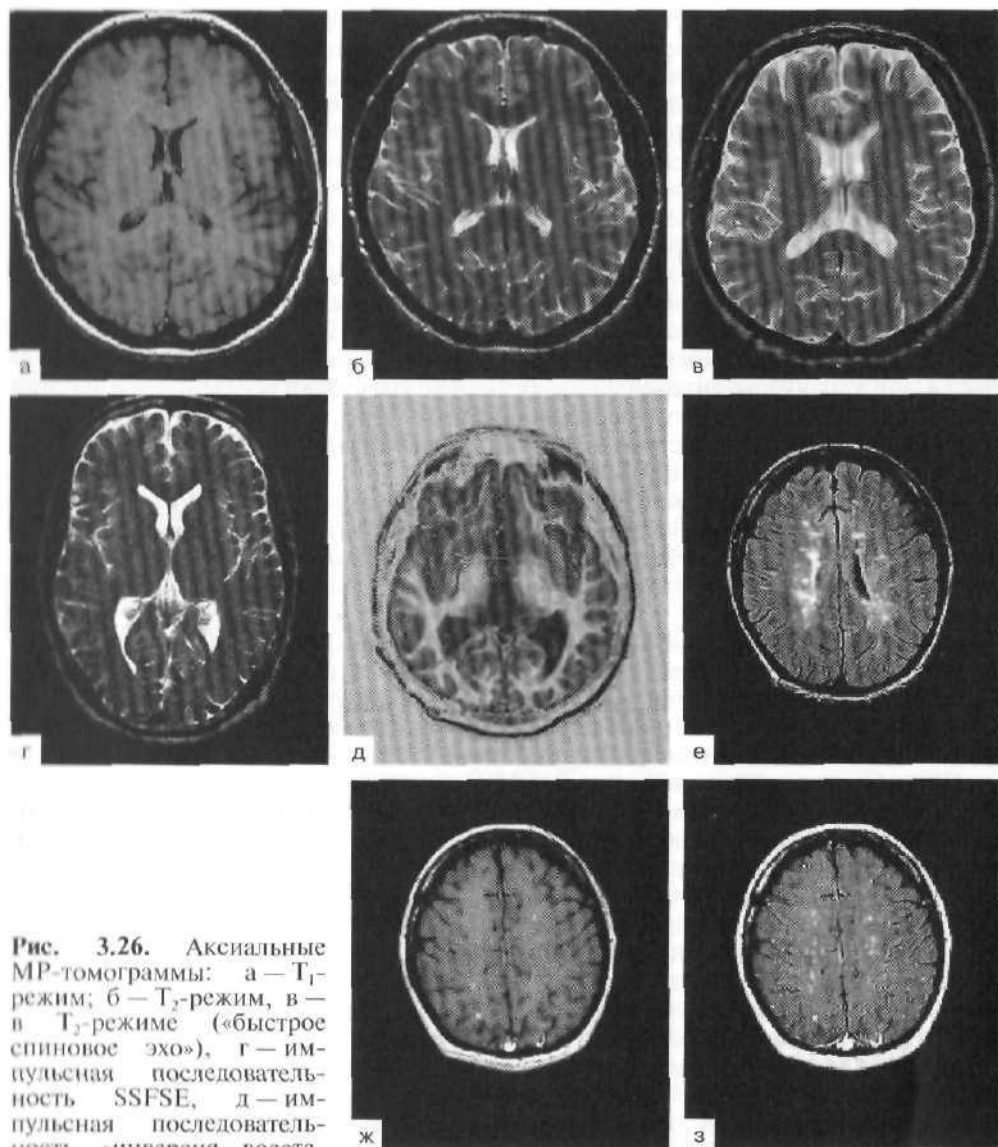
Аксиальные МР-томограммы: а — T_1 -режим; б — T_2 -режим, в — в T_2 -режиме («быстрое спиновое эхо»), г — импульсная последовательность SSFSE, д — импульсная последовательность «инверсия—восстановление», е — режим
